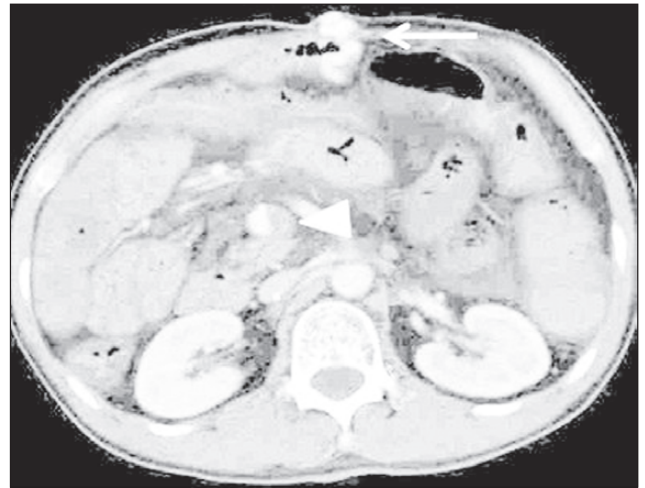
КТ з контрастуванням: варикозне розширення вен брижі (стрілка). Тромбоз брижової вени (наконечник стрілки) ([48], ліцензія CC BY-NC 4.0)
